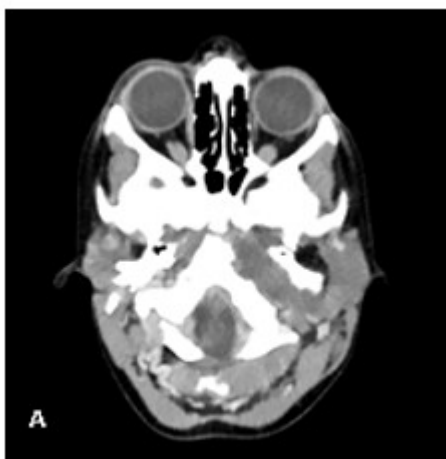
TAC de cuello contrastado que mostró masa a nivel de la base del cráneo
